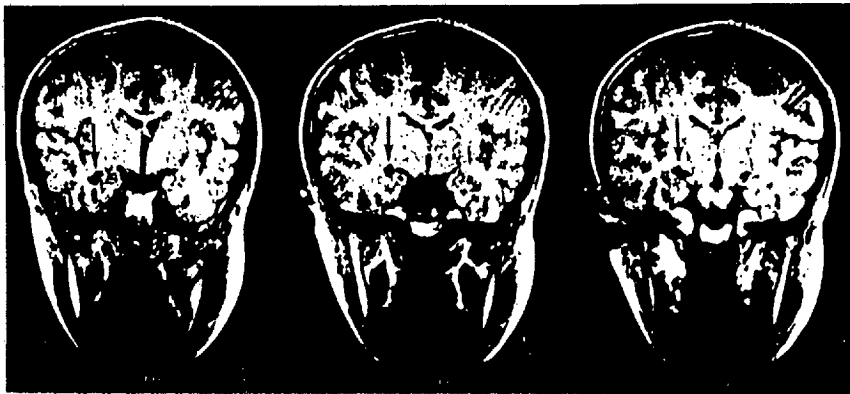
同じ症例 MRI 冠状断層像。解剖上の位置, 下角の様子がより明瞭となっている。(T<sub>R</sub> 600, T<sub>E</sub> 20)。
